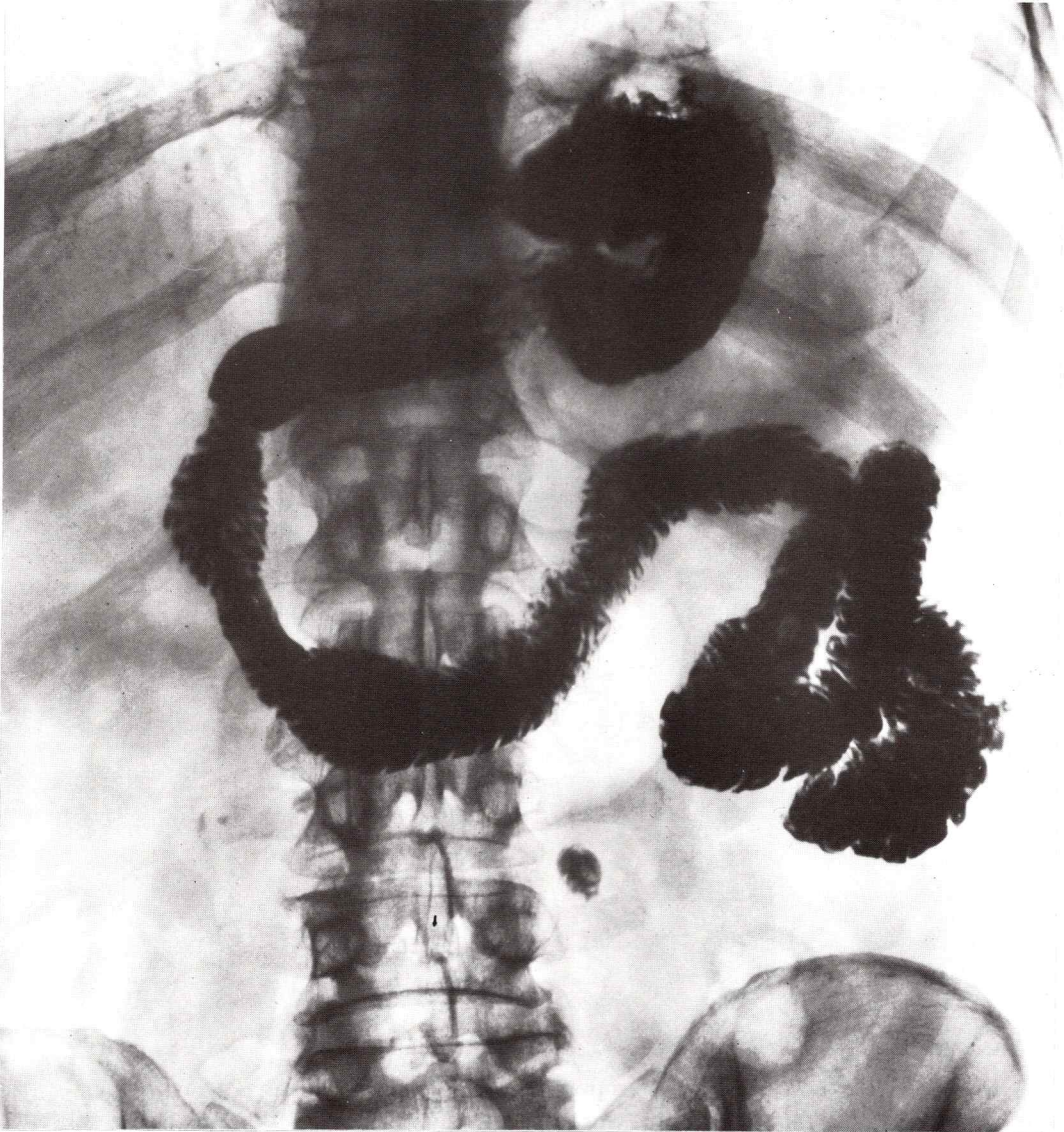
a. — Radiografía del asa duodenal. Opacificación con barto.
